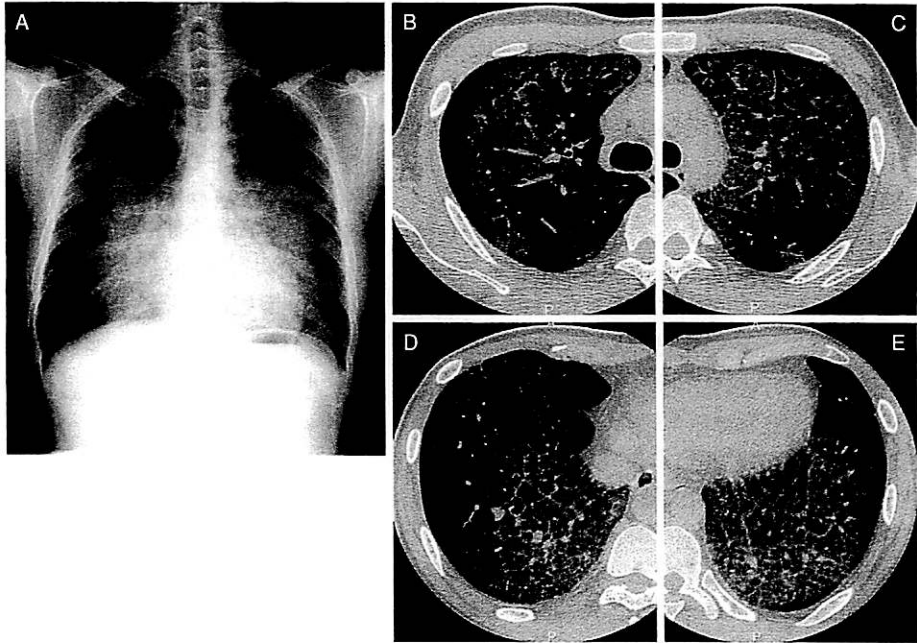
自己免疫性肺胞蛋白症の典型的な胸部X線と高分解能CT
